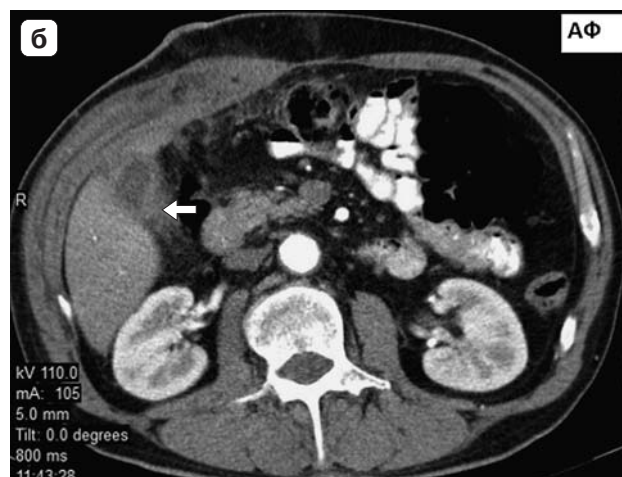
КТ-изображения хронического холецистита с перихолециститом (стрелка), который был принят за РЖП. В области желчного пузыря определяется объемное образование. а – практически изоденное при нативном исследовании; б – незначительно накапливающее контрастный препарат в артериальную фазу; в – незначительно накапливающее контрастный препарат в венозную фазу.
